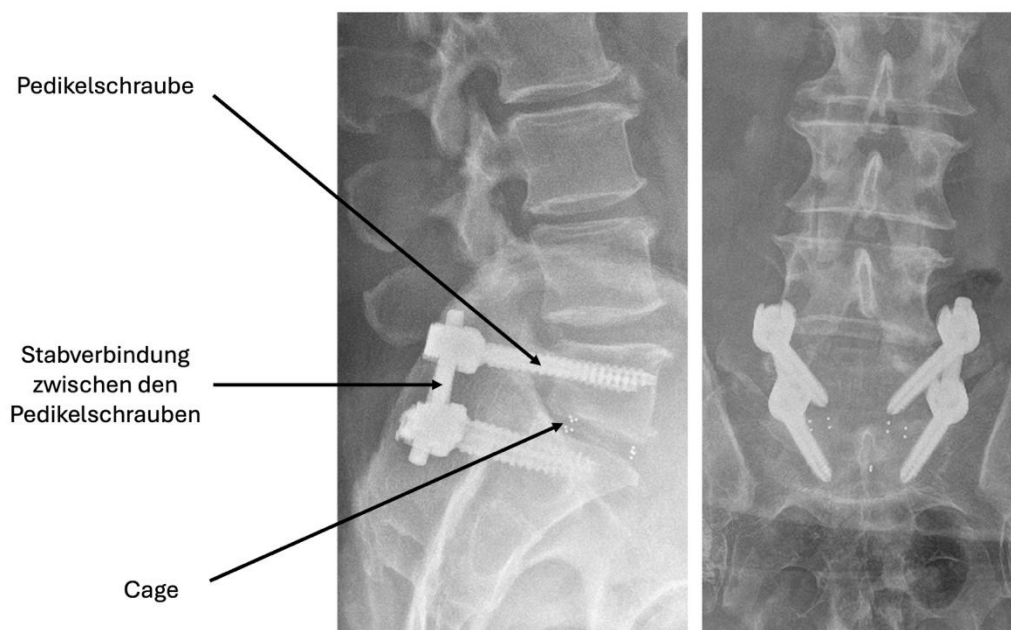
Röntgen-Aufnahmen nach Stabilisierungs-OP im Segment LW5/SW1. Links ist die Seitansicht mit Pedikelschrauben, Stabverbindung und Cage-Implantation (Punktmarker) im Bandscheibenfach zu sehen. Rechts dargestellt ist die Röntgenaufnahme in ap-Projektion. Es ist zu erkennen, dass insgesamt vier Schrauben (zwei auf jeder Seite) und zwei Cages (links und rechts) eingebracht wurden.
